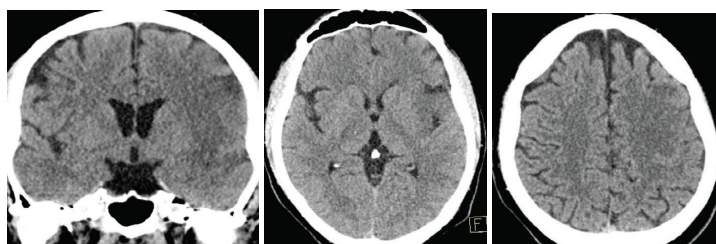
Контрольный КТ-снимок головы через 8 ч после тромболизиса, демонстрирующий снижение плотности в бассейне левой СМА
